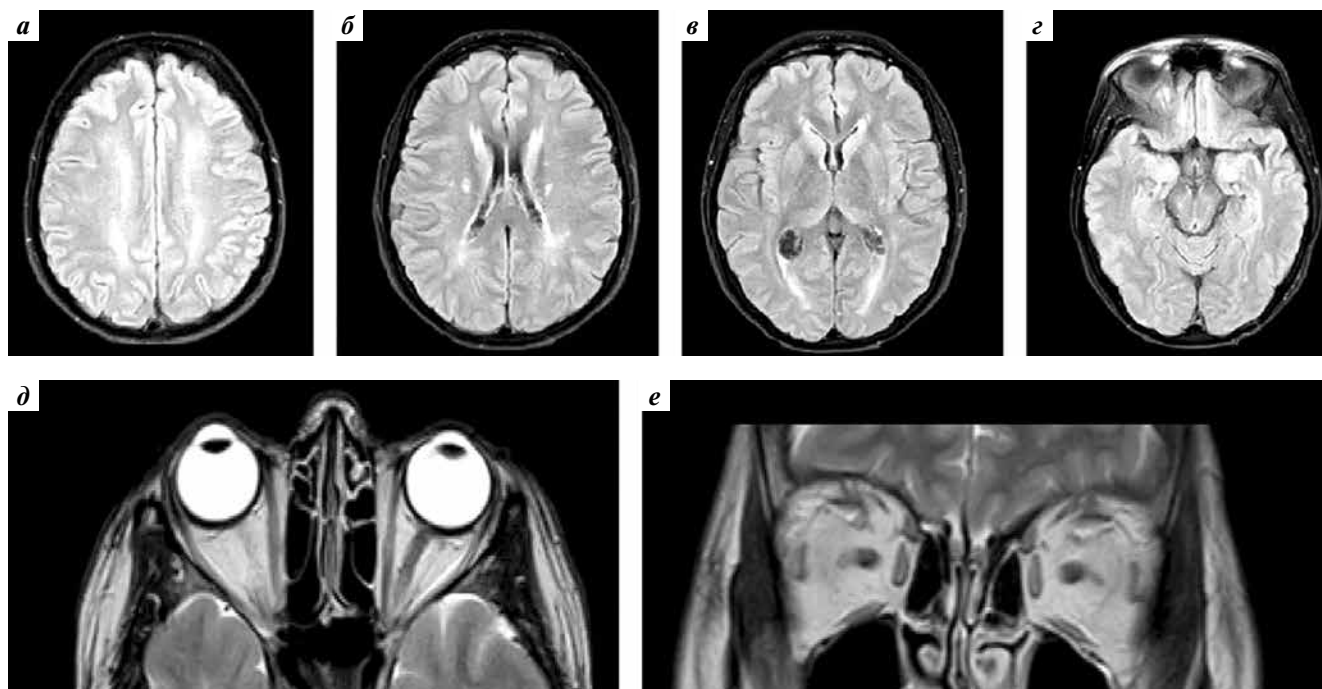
Магнитно-резонансная томография (МРТ) головного мозга (FLAIR): а – суправентрикулярный уровень; б – уровень боковых желудочков; в – уровень подкорковых ганглиев; г – уровень среднего мозга; д, е – МРТ глазниц (T2-взвешенные изображения (T2-ВИ)): наружные прямые мышцы глаз истончены до 2,3–2,5 мм. Многочисленные очаги глиоза с нечеткими неровными контурами, гиперинтенсивные на T2-ВИ, FLAIR и изо-/гипоинтенсивные на T1-ВИ, диаметром от 0,2 до 0,8 см, расположенные в белом веществе лобных и теменных долей, субкортикально и паравентрикулярно. Боковые желудочки мозга окружены зоной умеренной лейкоэнцефалопатии. Субарахноидальные пространства умеренно расширены по конвексимальной поверхности лобных и теменных долей
